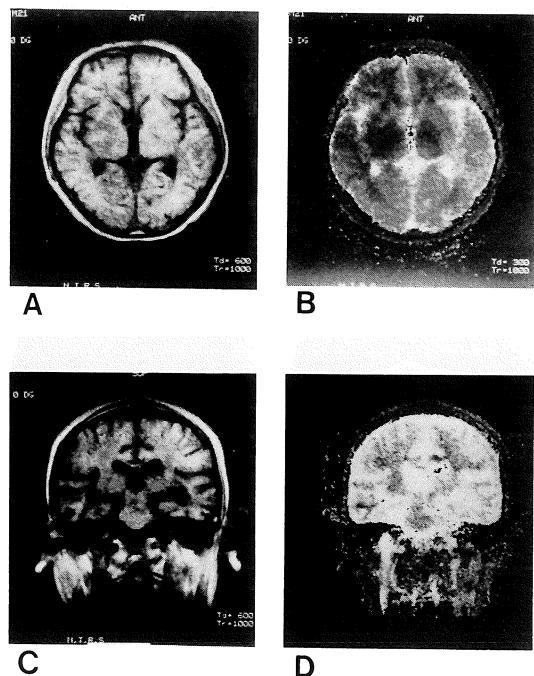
MRI of one month after steroid therapy (12 months after radiotherapy)
